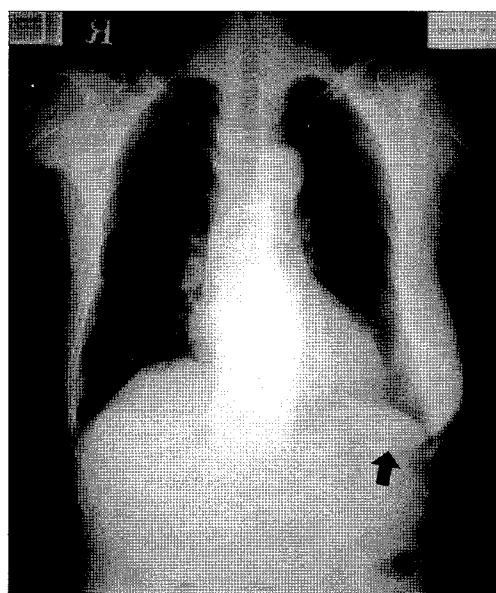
The chest X-ray shows a huge mass shadow at the area of Lt breast (arrow).
